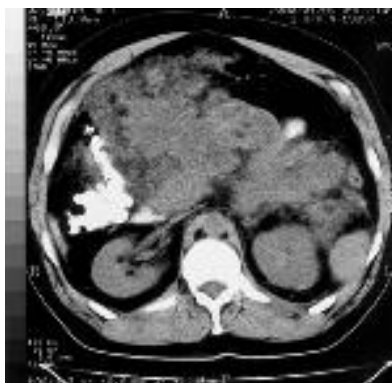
Признаки острого панкреатита при компьютерной томографии. Инфильтрация клетчатки в области ворот селезенки, вокруг левого надпочечника, парапанкреатической клетчатки вокруг хвоста и тела поджелудочной железы. Инфильтрат в брюшной полости с вовлечением фрагмента поперечно-ободочной кишки, инфильтрация околопочечной клетчатки слева, утолщение левой почечной фасции, инфильтрация клетчатки по ходу левого латерального канала. Расширение зоны инфильтрации, увеличение ее неоднородности и отсутствие четкого отграничения.
